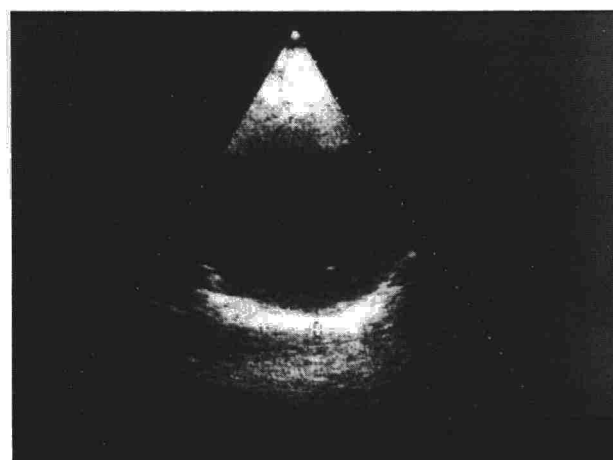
Ecografía torácica. Gran masa quística con contenido en su interior que hace nivel. Diagnóstico radiológico de presunción: quiste hidatídico pulmonar. Anatomía patológica: Quiste tímico infectado.
